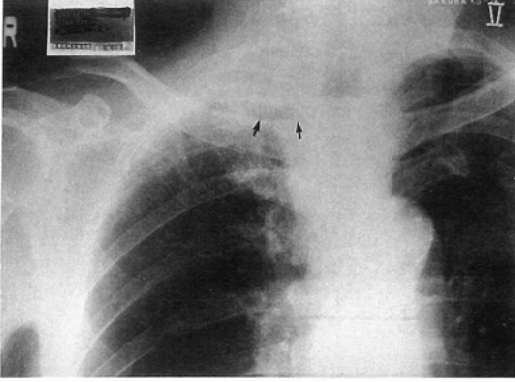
Case 2: Chest radiograph shows a mass in the right apex. arrow: tumor
